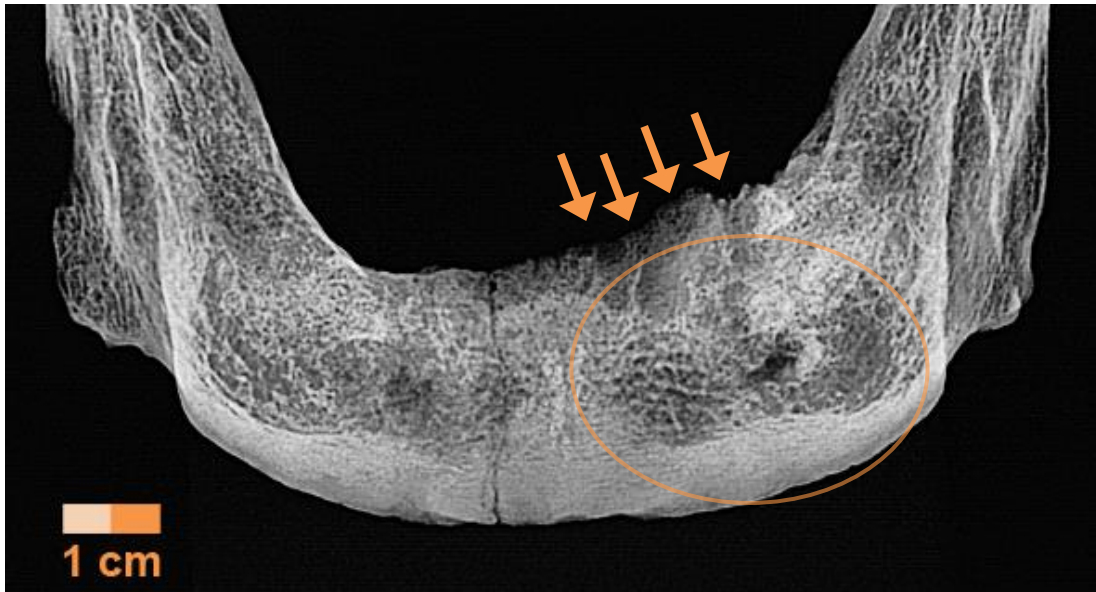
Ind. 595, Röntgenaufnahme Unterkiefer frontal, Pfeil: entzündungsbedingte Aufrauung des Knochens, Kreis: Knochensubstanzverlust aufgrund periapikaler Läsion (Bild: Rechtsmedizin Mainz)
